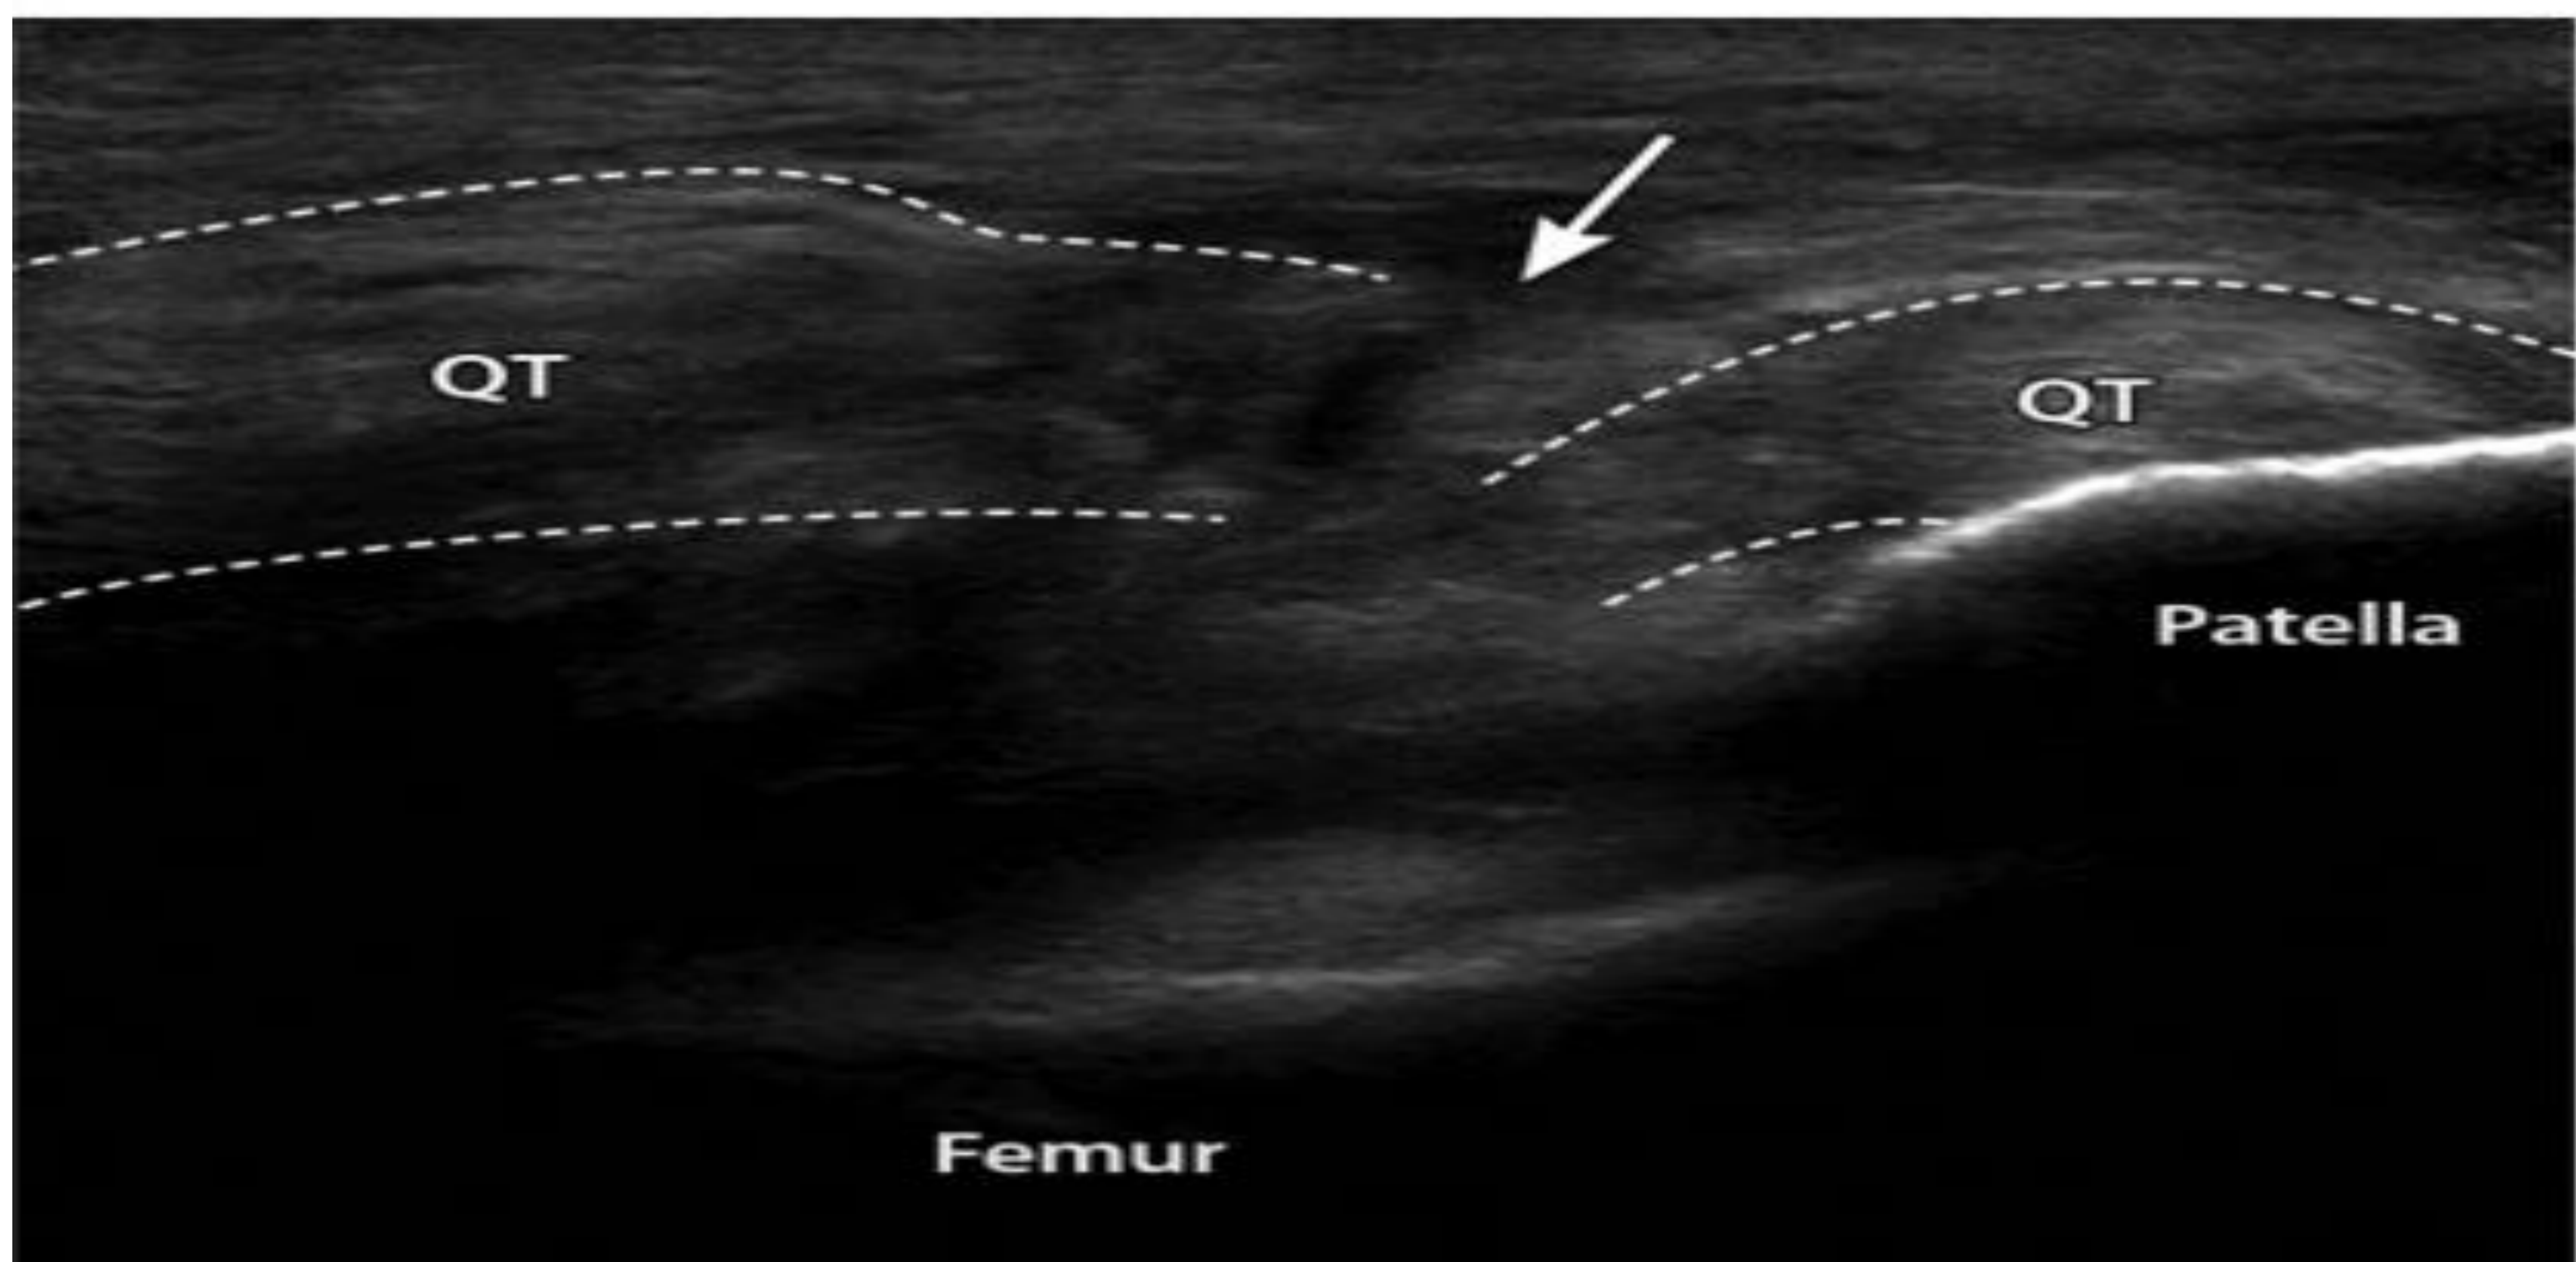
Rotura completa del tendón cuadricipital. Ecografía corte longitudinal donde se visualiza un defecto hipoecoico (flecha) entre los extremos proximales y distales del tendón cuadricipital (QT).
